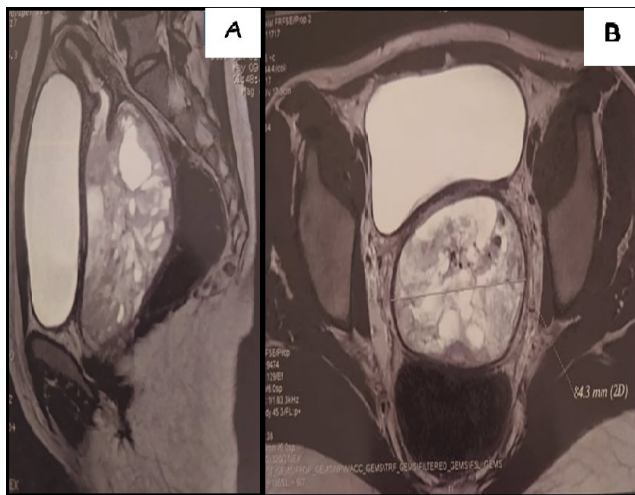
A. Coupe sagittale de l'IRM abdomino-pelvienne montrant la masse pelvienne. B. Coupe coronale de l'IRM abdomino-pelvienne montrant la masse pelvienne.
